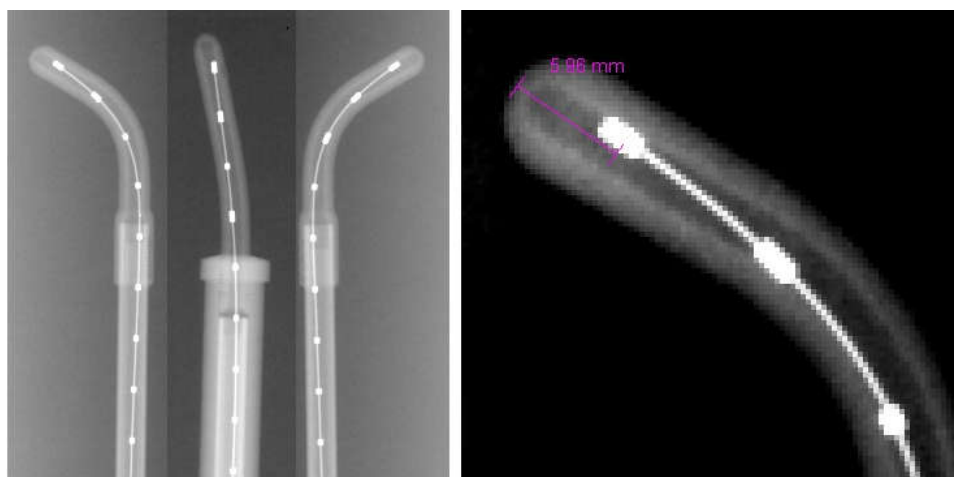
Mesure d'offset avec la radiographie.
